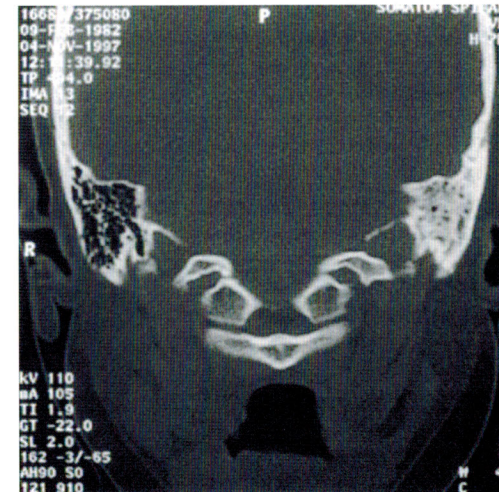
На КТ при мастоидите видно затемнение в сосцевидном отростке.
